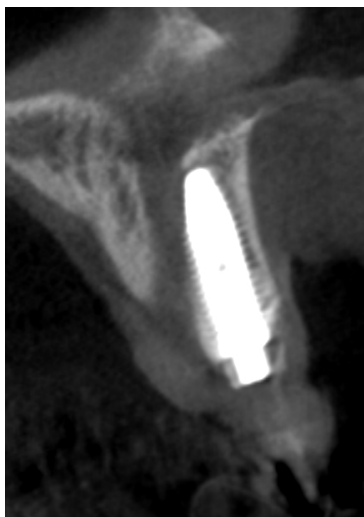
Tomografia Computadorizada de Feixe Cônico(TCFC) evidenciando a formação óssea na parede vestibular.
